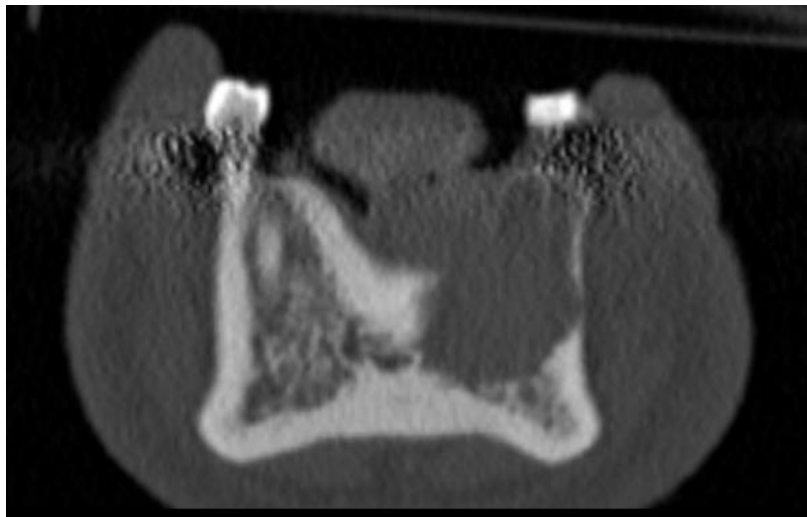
TAC pré-operatório da mandíbula do paciente do caso nº 4. Corte coronal.
